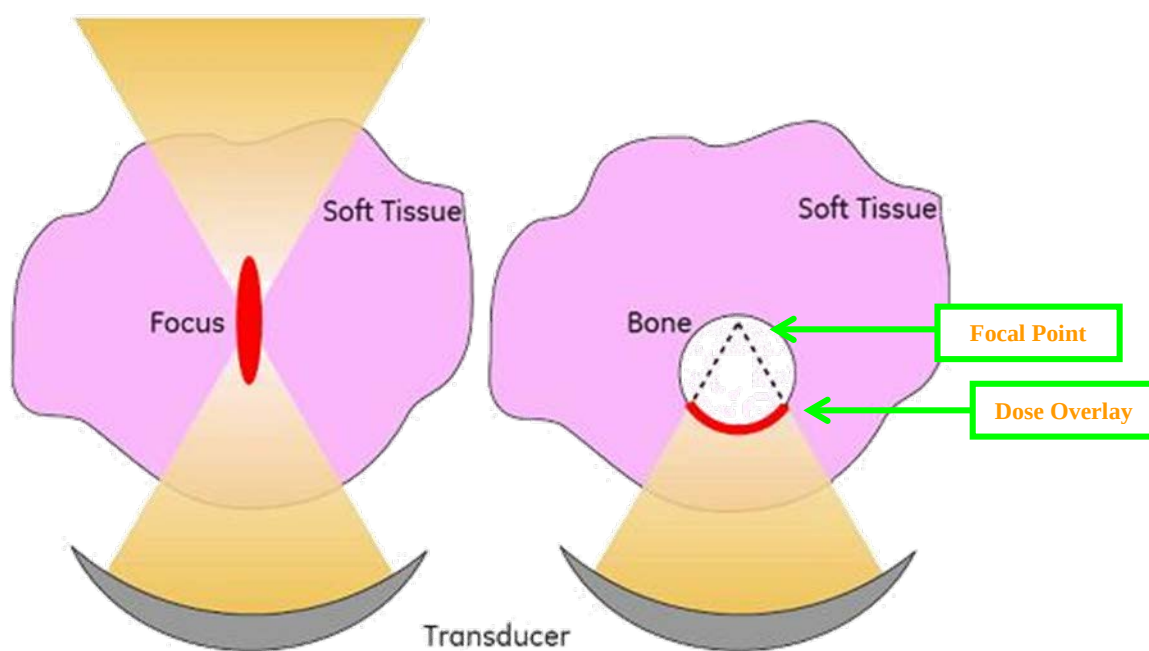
集束超音波照射方法の変更及び形成される熱損傷領域の違い
